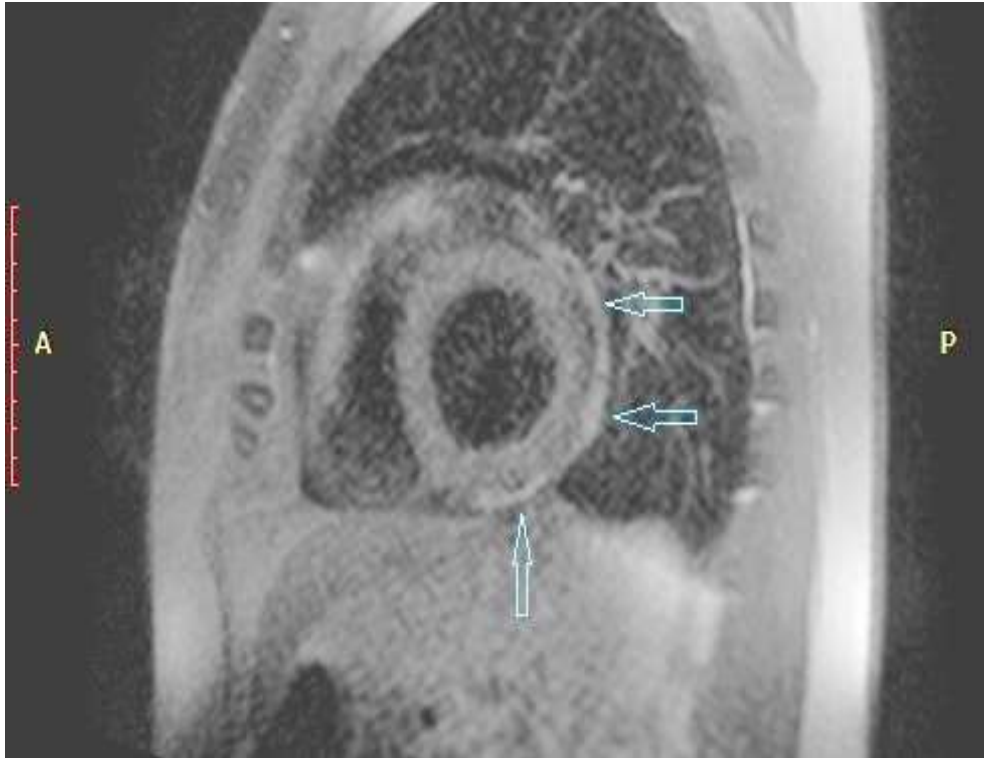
МРТ серця з контрастуванням гадолінієм в пізню фазу (через 15 хв.) пацієнта П.
